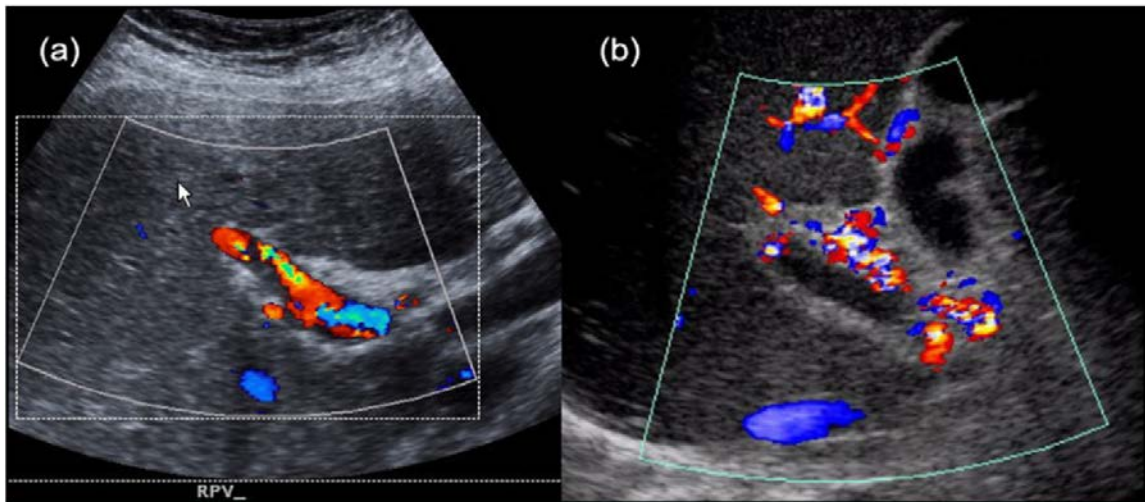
彩色多普勒超声示(a)门静脉部分血栓 (b) 门静脉完全血栓
